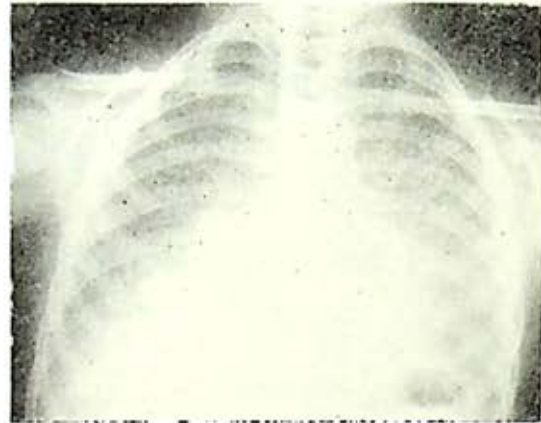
Telerradiografía postero anterior del tórax, caso número 1. Imagen micronodular de tipo alveolar denso, bilateral de predominio basal, que borra el contorno de la sombra mediotorácica.
